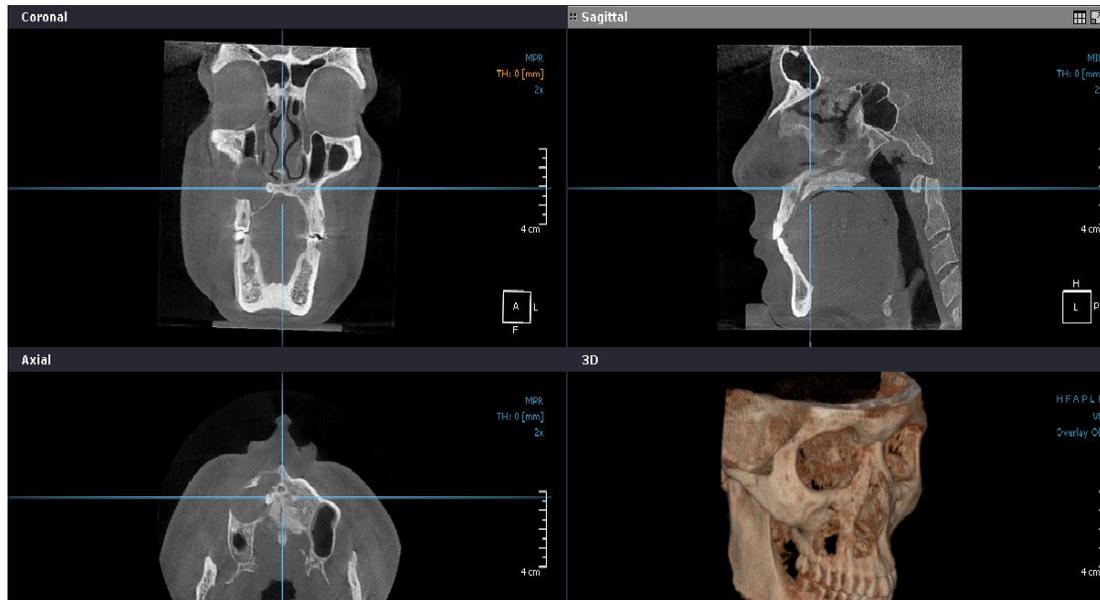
Imagen de tomografía, cortesía de la Dra. Arellano Flores
